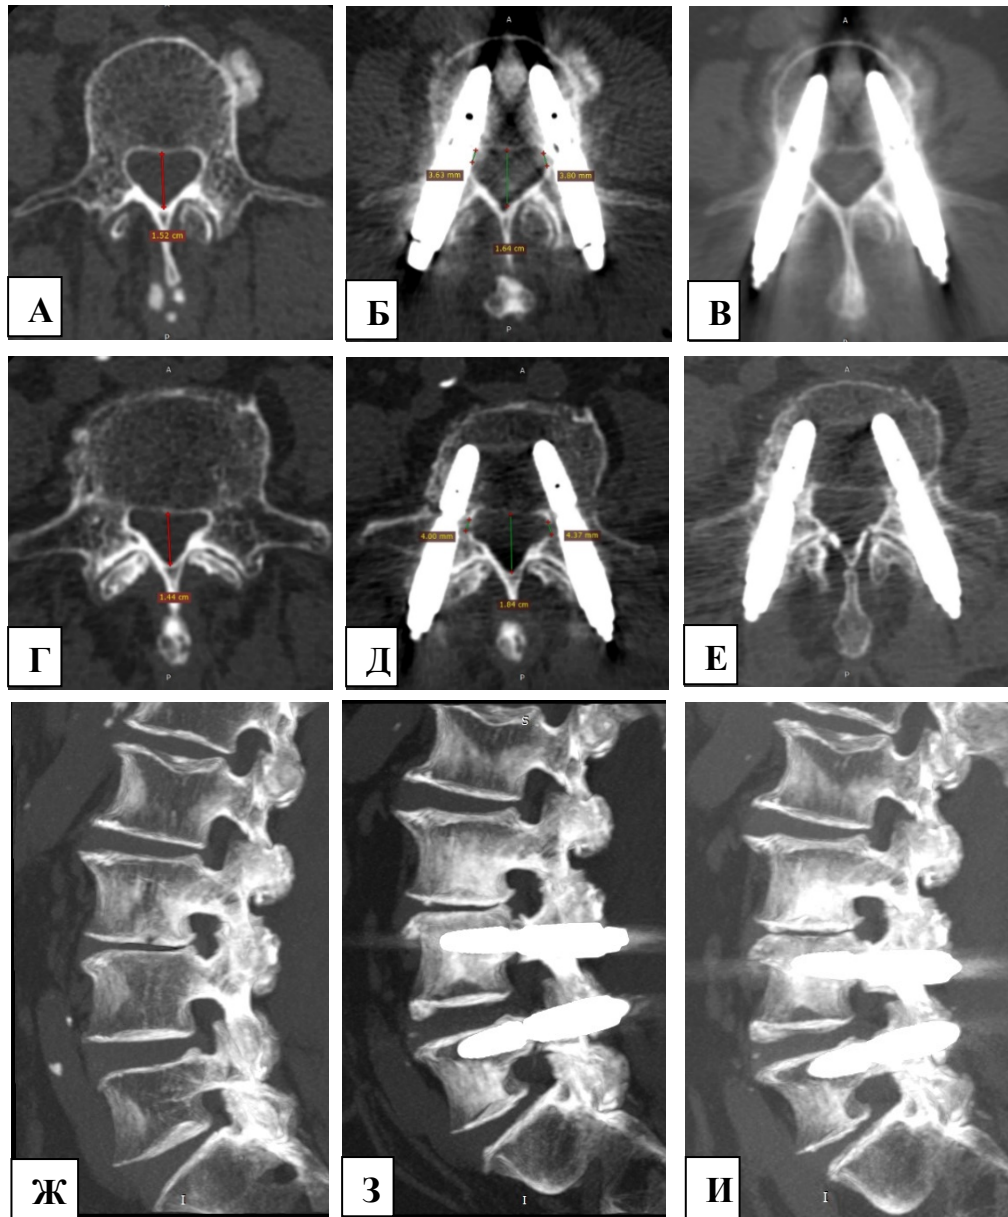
МСКТ пациентки С., 77 лет: аксиальные сканы на уровне ножек L4 позвонка до операции (А), после операции через 3 дня (Б) и через 6 месяцев (В); аксиальные сканы на уровне ножек L5 позвонка до операции (Г), после операции через 3 дня (Д) и через 6 месяцев (Е); сагиттальные сканы на уровне фораминальных отверстий слева до операции (Ж), после операции через 3 дня (З) и через 6 месяцев (И). На рисунках (А-Б) и (Г-Д) линиями указан передне-задний размер позвоночного канала и длина ножек L4 и L5 позвонков до и после операции. На рисунках (В), (Е), (И) заметно формирование костной мозоли в зоне остеотомий ножек позвонков
